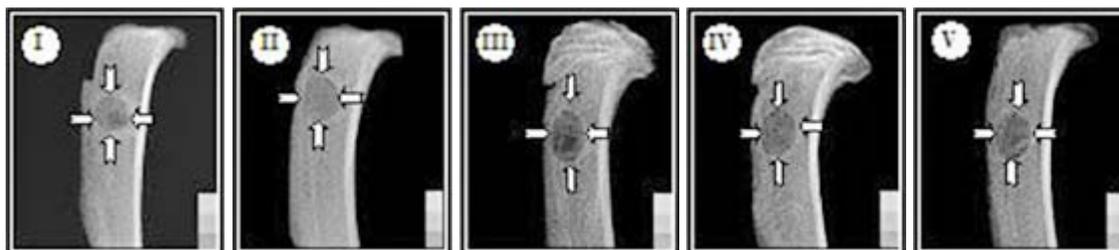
Radiografías de las tibias. La reparación del hueso a los siete días ( flechas). La escala de aluminio situada en la parte inferior derecha.
